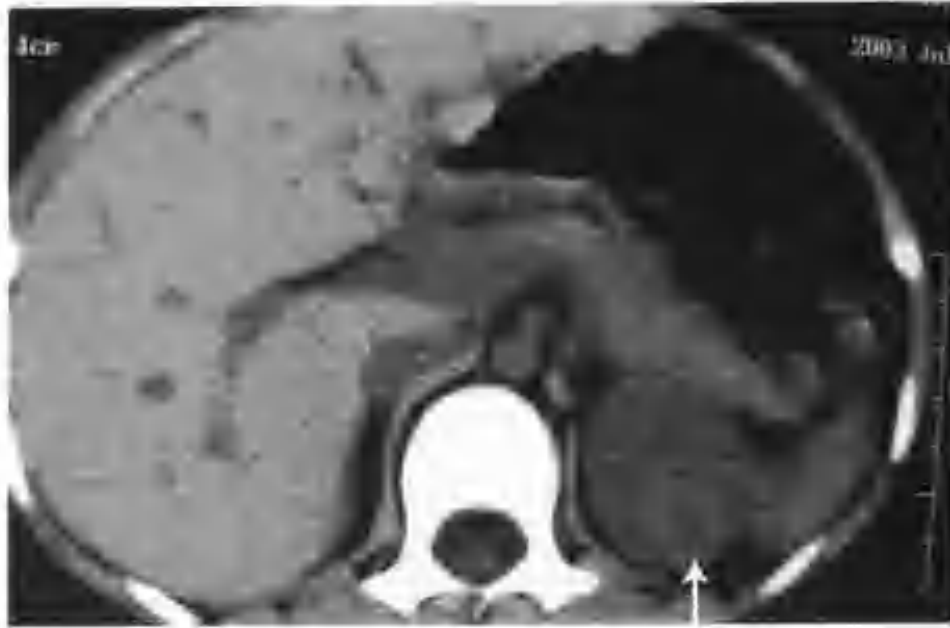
左肾脓肿 (CT 平扫左肾脓肿表现为不均匀稍高密度 (箭头))
